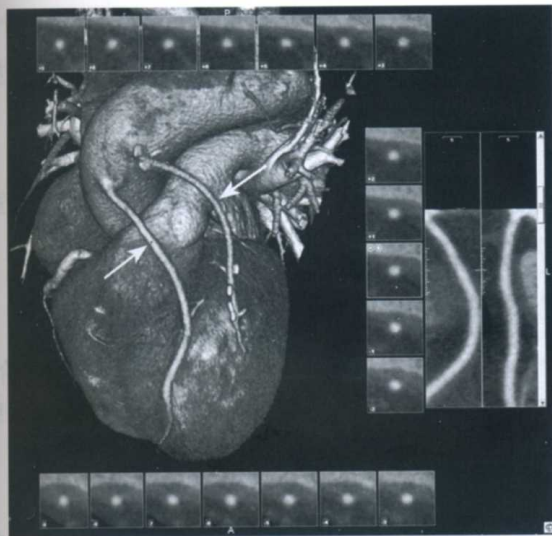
冠状动脉搭桥术后 CTA (见彩插)
